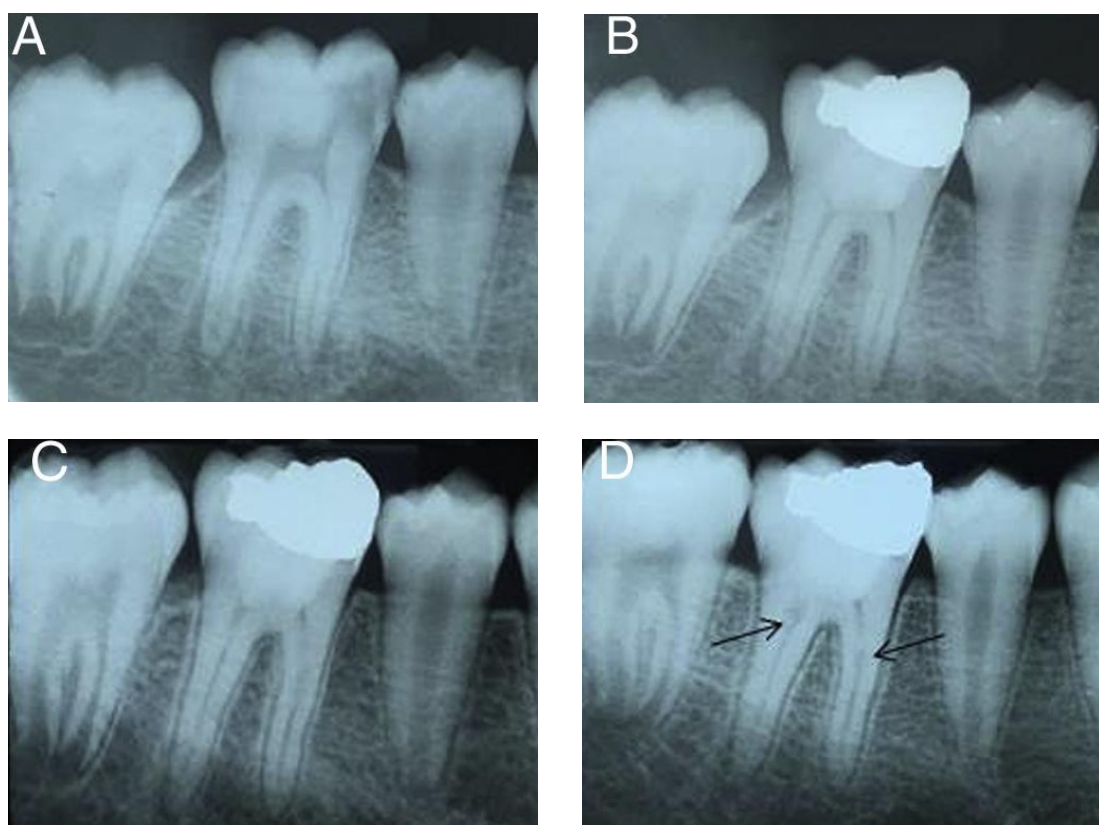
Primeiro molar inferior direito num paciente de 12 anos com sintomas clínicos de pulpite irreversível e periodontite apical assintomática: (A) pré-pulpotomia, (B) pulpotomia pós-operatória, (C) seguimento de 6 meses, (D) seguimento de 12 meses mostrando a cura da rarefação periapical, mas com áreas localizadas de reabsorção interna (setas). Adaptado de Taha & Abdelkader (2018a)
